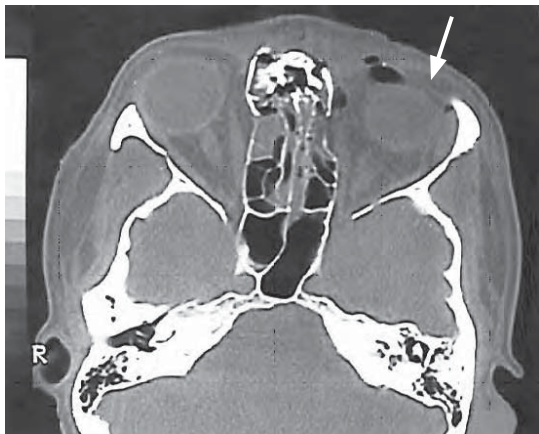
/5. TAC de cara. Enoftalmo izquierdo.
